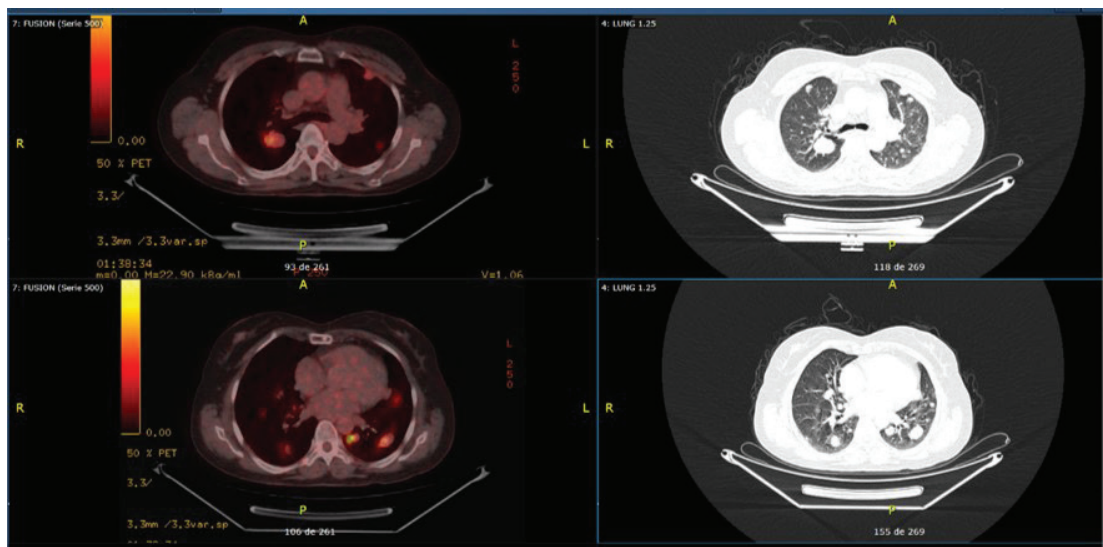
Ilustra un caso extraído de nuestra práctica clínica habitual, correspondiente a una paciente de 57 años diagnosticada con carcinoma folicular bien diferenciado. En octubre de 2010, se sometió a una tiroidectomía total. El examen histopatológico reveló la presencia de un adenoma folicular con un patrón trabecular y células oncocíticas, sin invasión capsular ni evidencia de invasión vascular. En 2015, una radiografía de tórax reveló un nódulo pulmonar de 3 cm. Para octubre de 2018, los niveles de tiroglobulina se encontraban elevados, y un rastreo con yodo radiactivo (^{131}I) no mostró captación del radioisótopo. Posteriormente, se realizó un estudio con ^{18}F -FDG PET/CT, que demostró la presencia de múltiples nódulos pulmonares hipermetabólicos, con un Valor de Captación Estándar (SUVmax) 8.1, con diámetros de hasta 33 mm y se distribuían en las regiones centrales y periféricas de ambos campos pulmonares. Dichos hallazgos son indicativos de un proceso de dediferenciación y progresión de la enfermedad oncológica.
